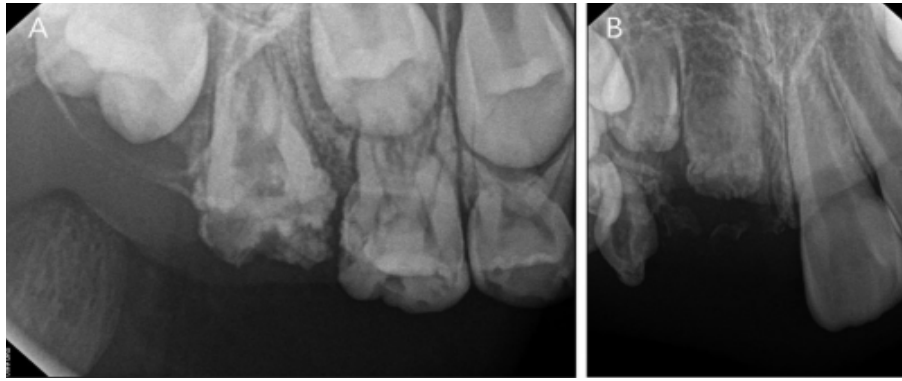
Radiographic image of regional odontodysplasia: the maxillary right first molar appears as a "ghost tooth" with an abnormal crown and root morphology. Additionally, the maxillary right permanent central and lateral incisors display underdeveloped "tooth buds." Adapted from Song J. A clinical and radiological study of regional odontodysplasia: five-year follow-up. J Korean Acad Pediatr Dent 2014; 41: 322-7.
